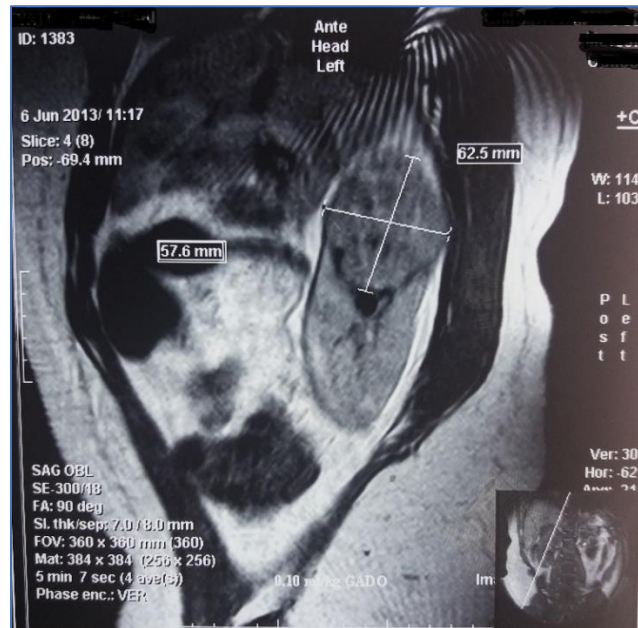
IRM rénale en coupe oblique : Tumeur du pôle supérieur du rein droit
